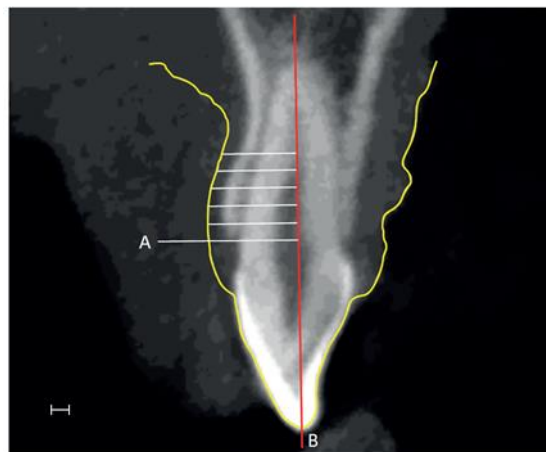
Mediciones de espesor gingival utilizando superposición CBCT y modelo digital (STL). Fuente: Kim et al.¹⁸⁵.
